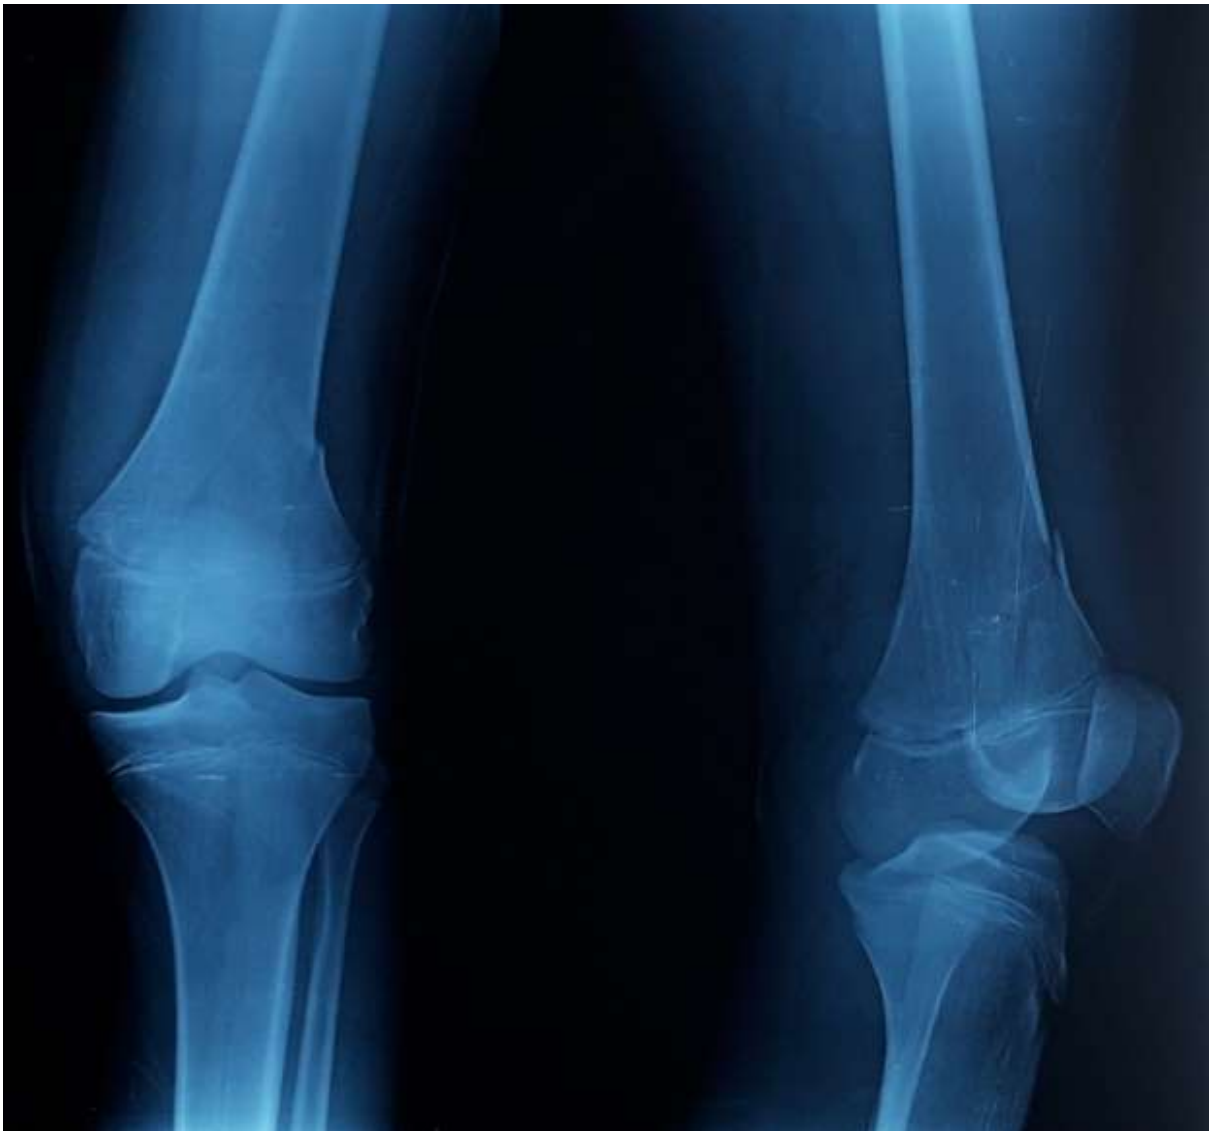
radiographie de face et profil centrée sur genou après réduction objectivant un stade 2 de Salter et Harris
